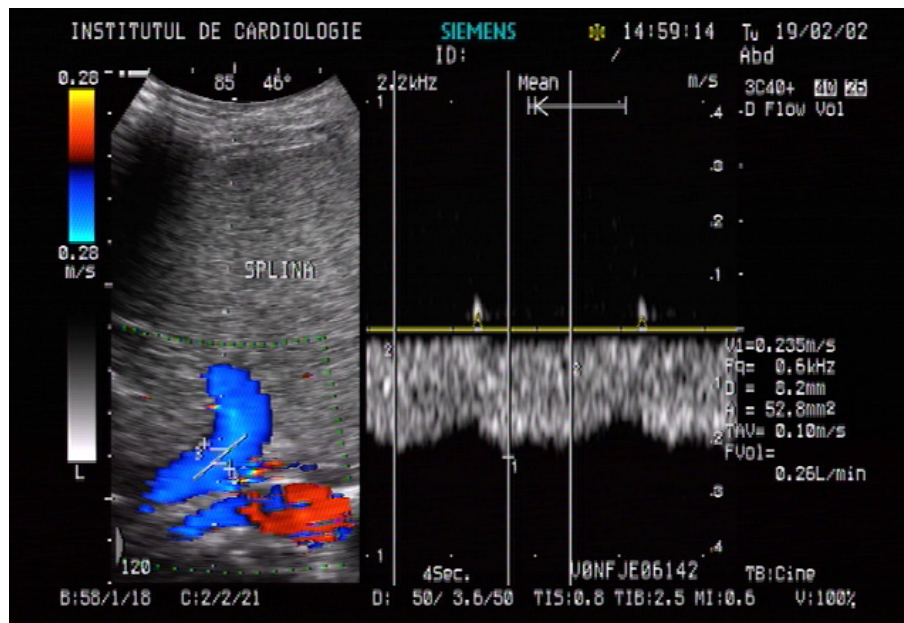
Aprecierea ecografică a diametrului, vitezei medii și volumului fluxului sanguin în vena splenică
